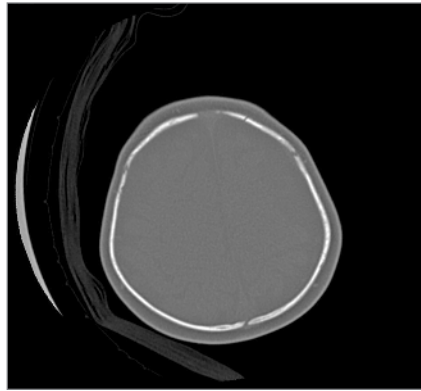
Corte axial de tomografia computadorizada (TC), em janela óssea, evidenciando múltiplas fraturas da calota craniana.
